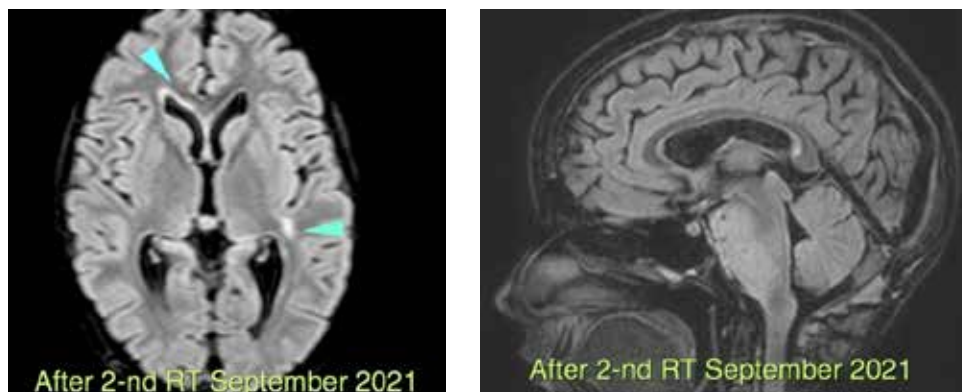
Пацієнтка Р., 7 років. Діагноз: дифузна гліома стовбура головного мозку. МРТ за 08.09.21.
